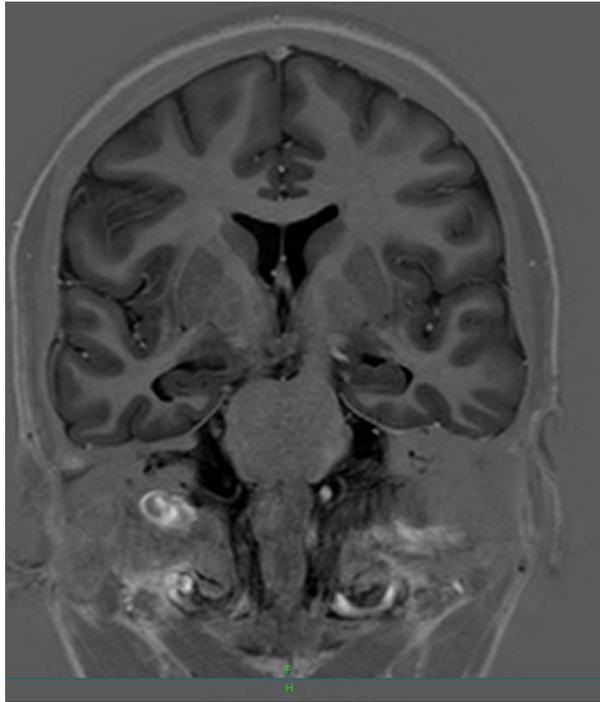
Imagem de RM de paciente com 43 anos, sexo feminino, duração da epilepsia de 13 anos, IDB=23, Transtorno Bipolar, Sem AH.
